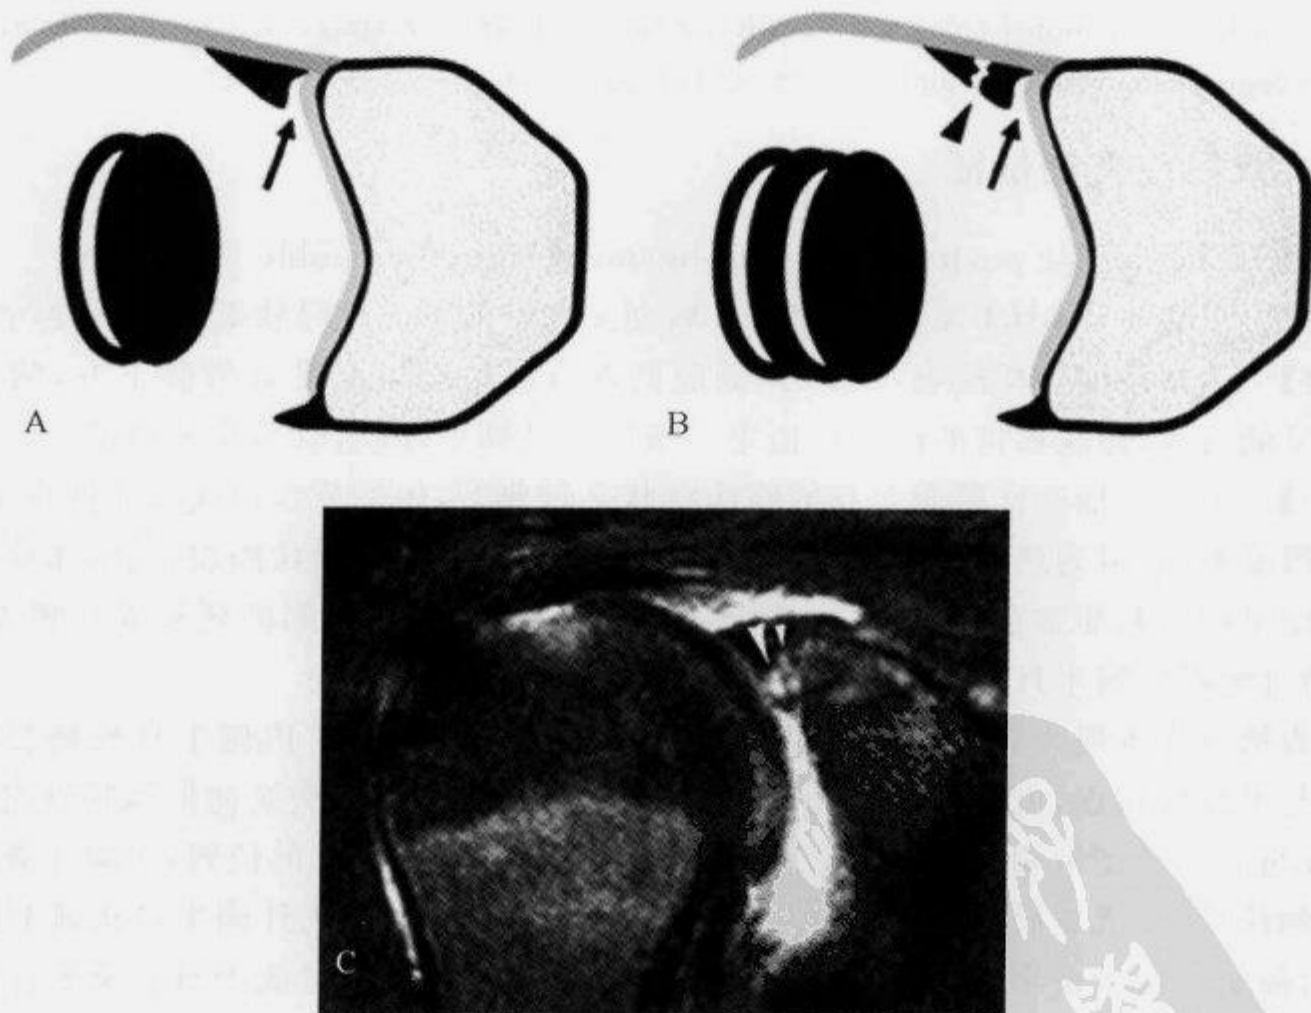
线条图及 MRI 示“双曲奇饼征”
